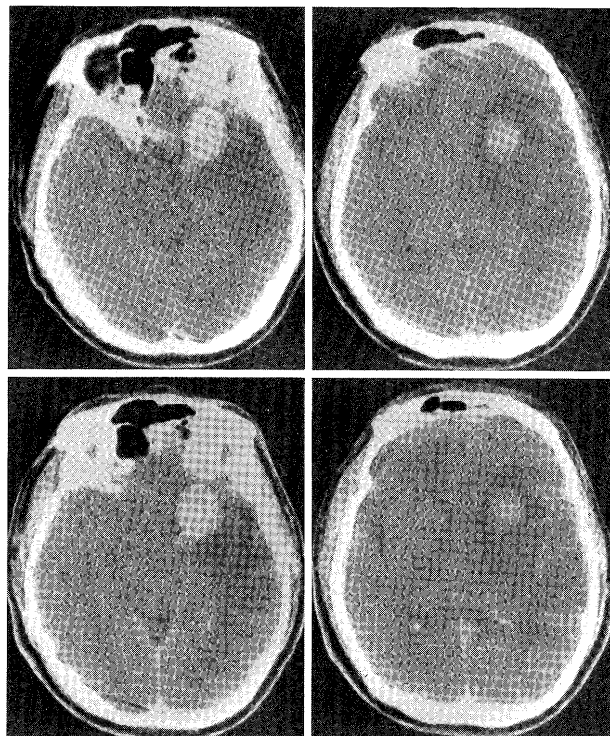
Case 1. Plain CT scans performed on June 14 (8 days after an attack of cerebral infarction) demonstrating a high density area corresponding to a right middle cerebral aneurysm, and surrounding low density in the temporoparietal region.
